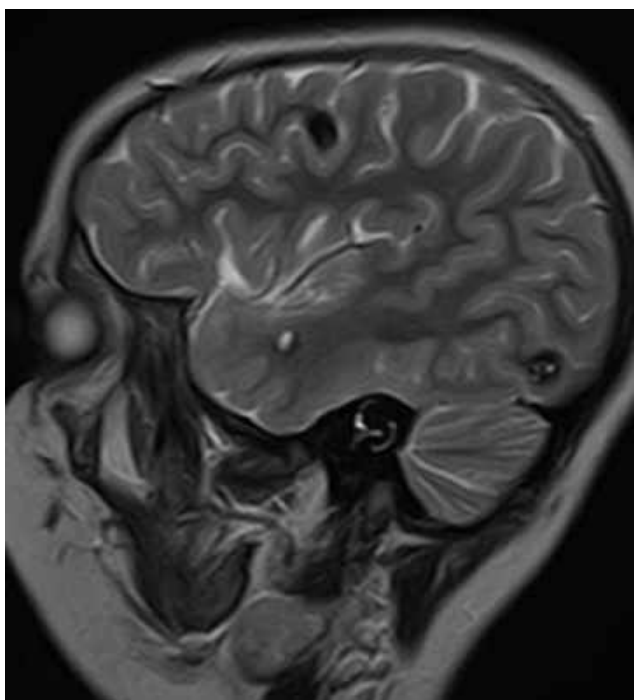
МРТ головного мозку (T2 ЗЗ, сагітальний зріз). Кавернома типу I в скроневій частці, типу II в потиличній та типу III в лобовій (спостереження №46, хвора Т-о, історія хвороби №198).
